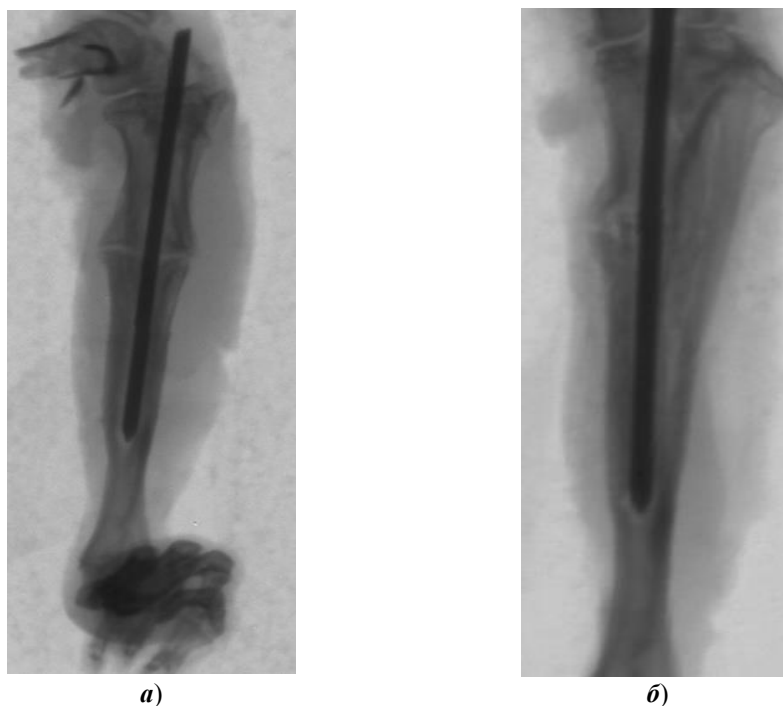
Рентгенограммы перелома на 60-е сут имплантата с лазерной обработкой (а), в сочетании с ЛЦУ (б)
